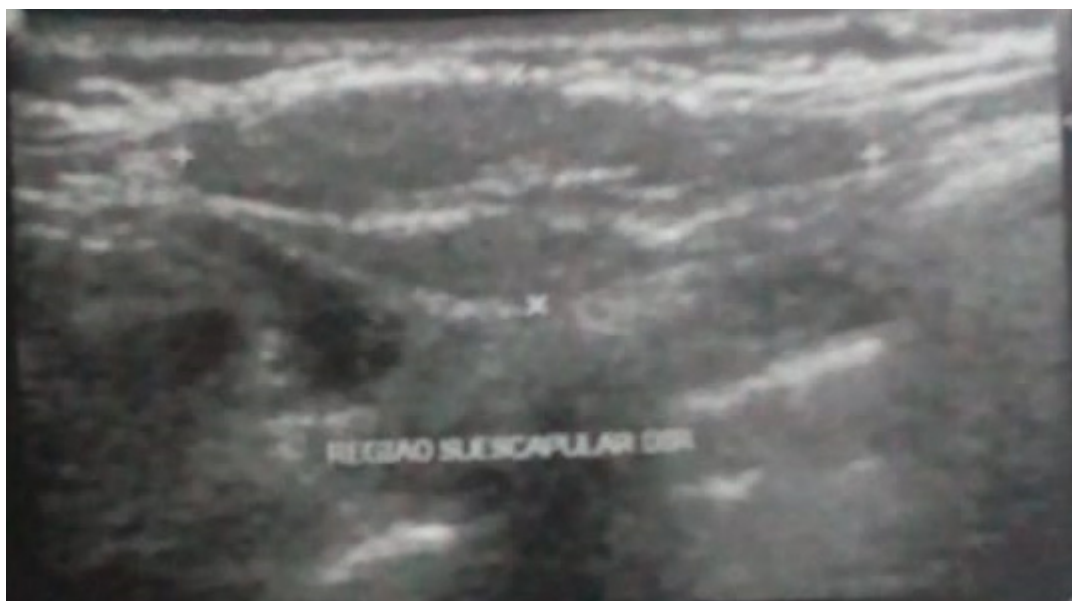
USG de partes moles evidenciando lesão em região subescapular.
